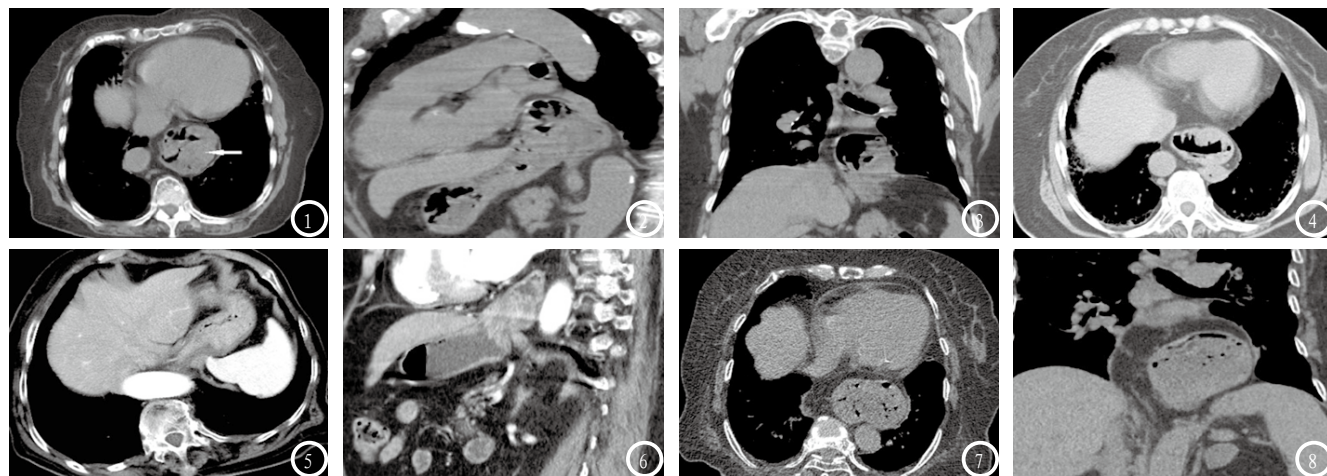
胃通过增大的食管裂孔疝入胸腔(箭头), 疝囊位于脊柱左前方, 可见“胸腔胃黏膜征”。图2-3 矢状位及冠状面重组图像显示疝囊与膈下胃腔相延续, 疝囊内见粗大胃黏膜皱襞。图4 疝囊形态呈现较典型的“电缆线征”, 疝囊内见气体样影。图5-6 CT增强扫描疝囊与膈下胃腔相连, 疝囊壁明显强化, 并与膈下胃壁黏膜呈均匀连续性强化。图7-8 胸腔内脊柱前方见部分大网膜脂肪密度影疝入胸腔, 冠状位见大网膜向上经食管裂孔疝入胸腔的全貌。
